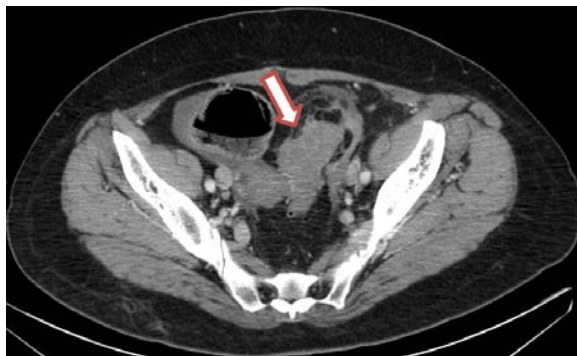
КТ-изображение нижнего этажа брюшной полости над уровнем входа в малый таз. Определяется муфтообразное утолщение сигмовидной кишки до 26 мм за счет неопластического процесса – аденокарцинома (обозначена стрелкой). Просвет сужен до 5 мм. Паракишечная клетчатка тяжистая, с мелкими регионарными лимфатическими узлами. Также имеются множественные дивертикулы размерами до 6×7×10 мм, толщина стенки которых достигала до 4 мм, с неровными наружными контурами
